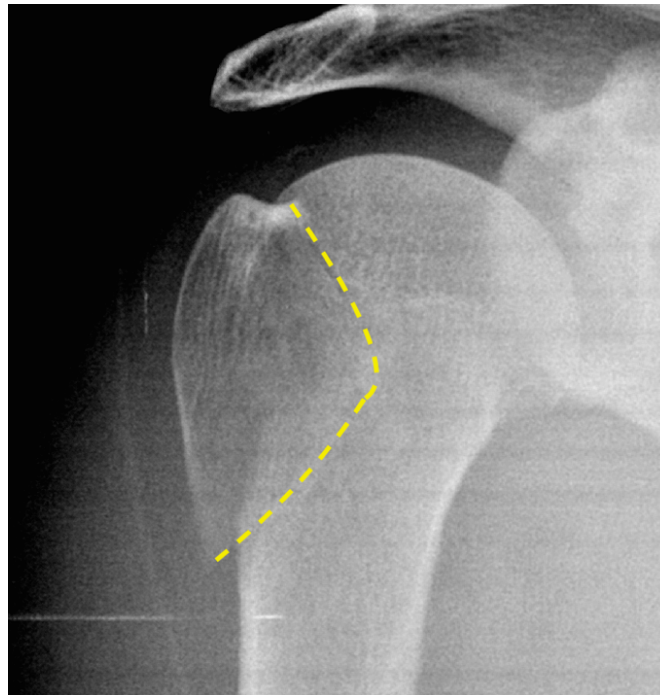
Tuberculum majus Fraktur im a-p Röntgen (Case courtesy of Dr. Bruno Di Muzio, Radiopaedia.org, rID: 38246, alle Rechte vorbehalten)
